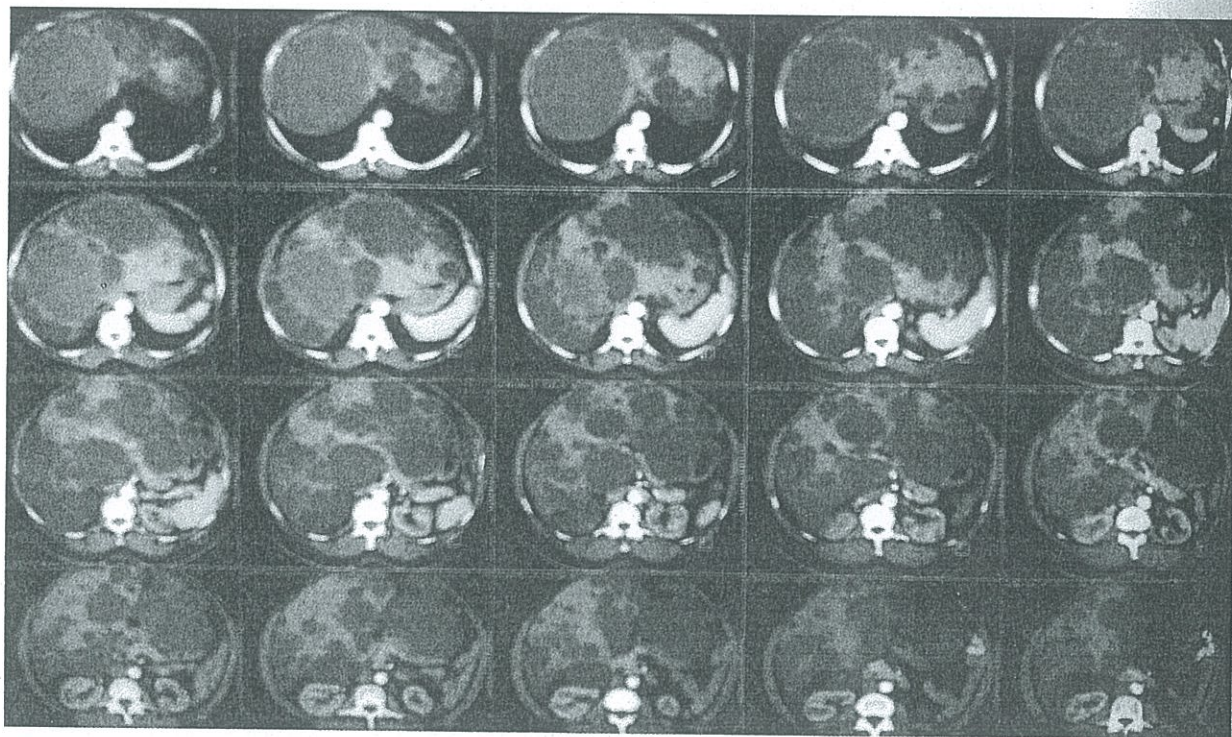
Poliquistosis hepática evidenciada mediante TC simple y contrastada.
